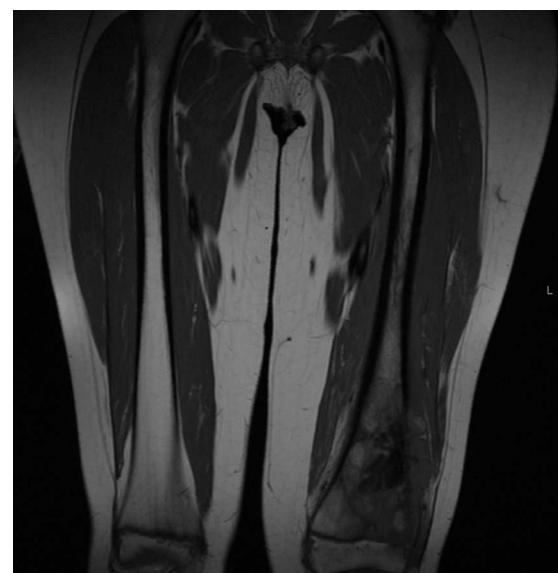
RMN femoral. Lesión destructiva de metáfisis y diáfisis distal del fémur izquierdo, con destrucción cortical, invasión de tejidos blandos y despegamiento periótico.
